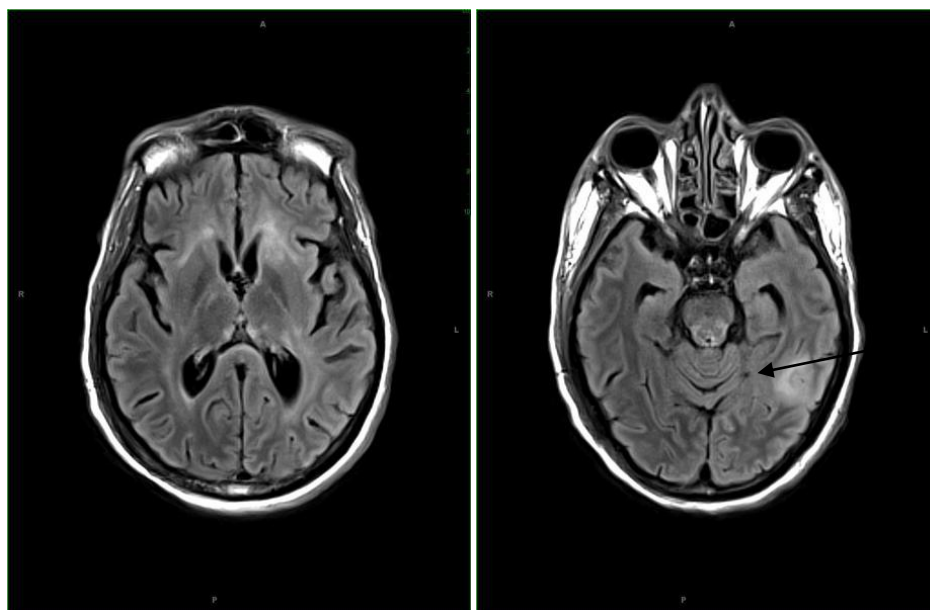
МРТ – картина криптококкового поражения головного мозга
